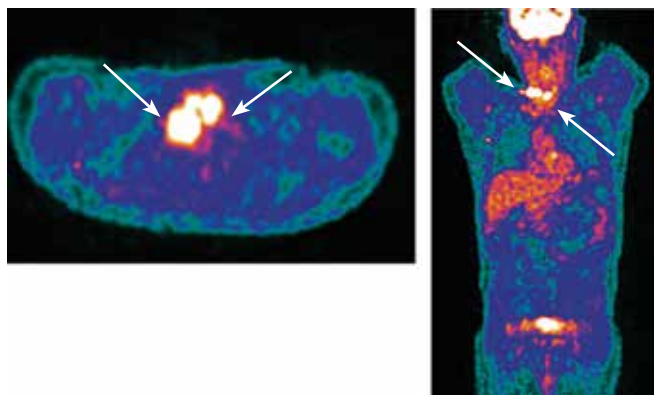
Контрольная позитронная эмиссионная томография от января 2021 г. (через 4 мес от начала терапии). Отрицательная динамика — увеличение размеров и повышение метаболизма таргетных лимфатических узлов. Стрелками указано увеличение размеров и количества метастатических опухолевых очагов, с повышением их метаболической активности
